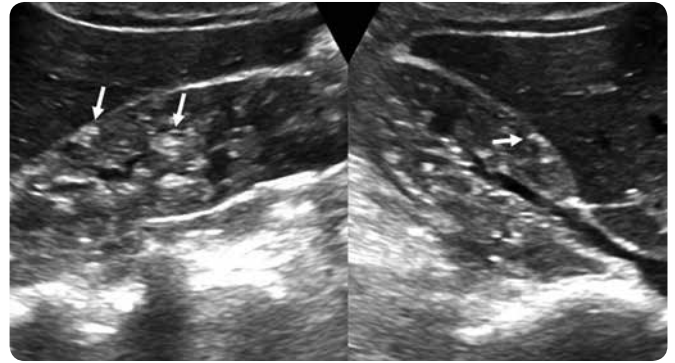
Ecografía del riñón derecho, cortes longitudinales y transversos. Múltiples lesiones corticales ecogénicas que no deforman los contornos renales y ocasionan pérdida de la diferenciación cortico-medular por angiomiolipomas renales bilaterales (flechas).
